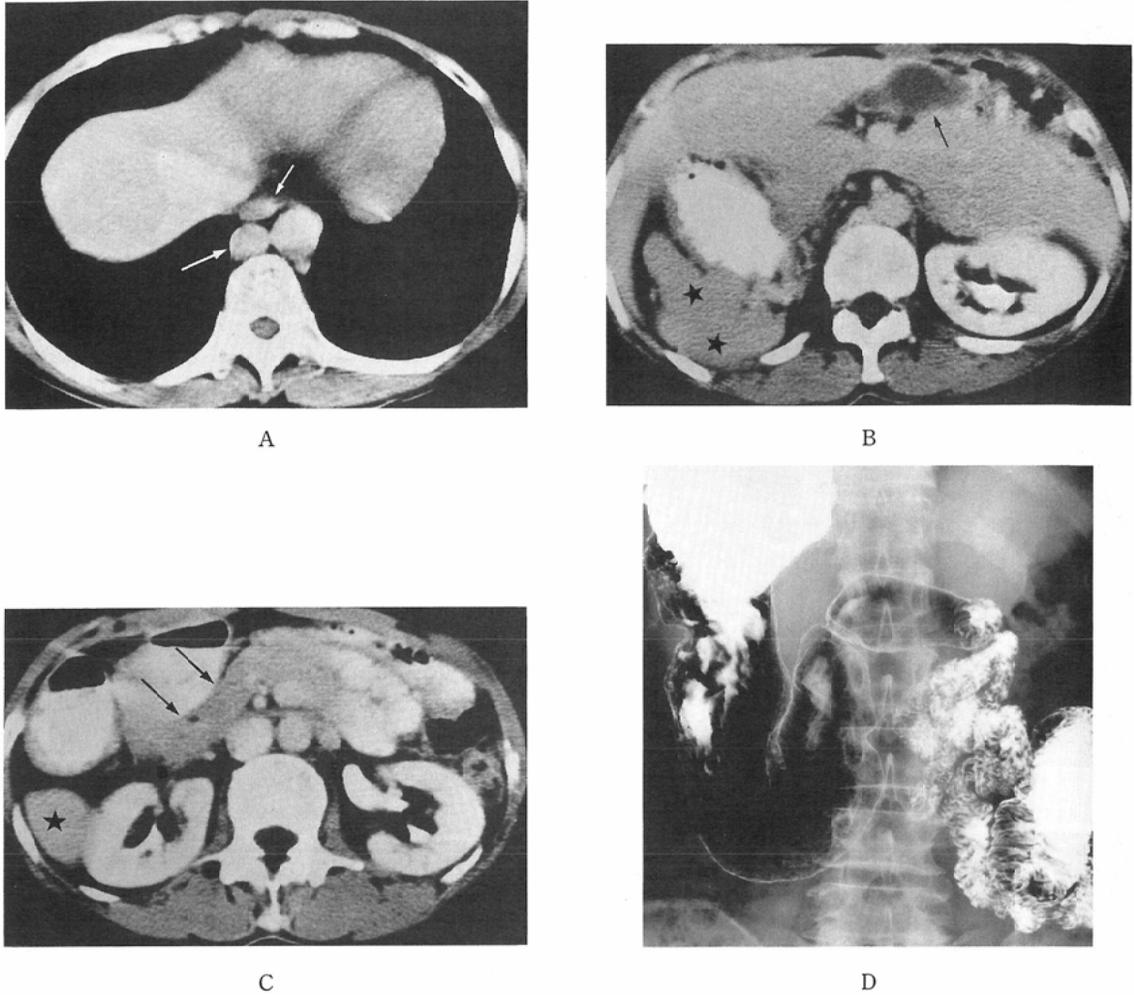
Case 1. A~C. Contrast enhanced CT scan reveals dilated hepatic (small arrow in A) and azygos (large arrow in A) veins. The hepatic segment of IVC is absent (A, B). The liver is symmetrical in shape (B) and the gallbladder (arrow in B) is seen in the midline. Two spleens (★ in B, C) are identified posterior to the inverted stomach. The pancreas is inverted (arrows in C). D. Upper gastrointestinal study reveals the inverted stomach and intestinal malrotation (mirror image of non-rotation anomaly).
